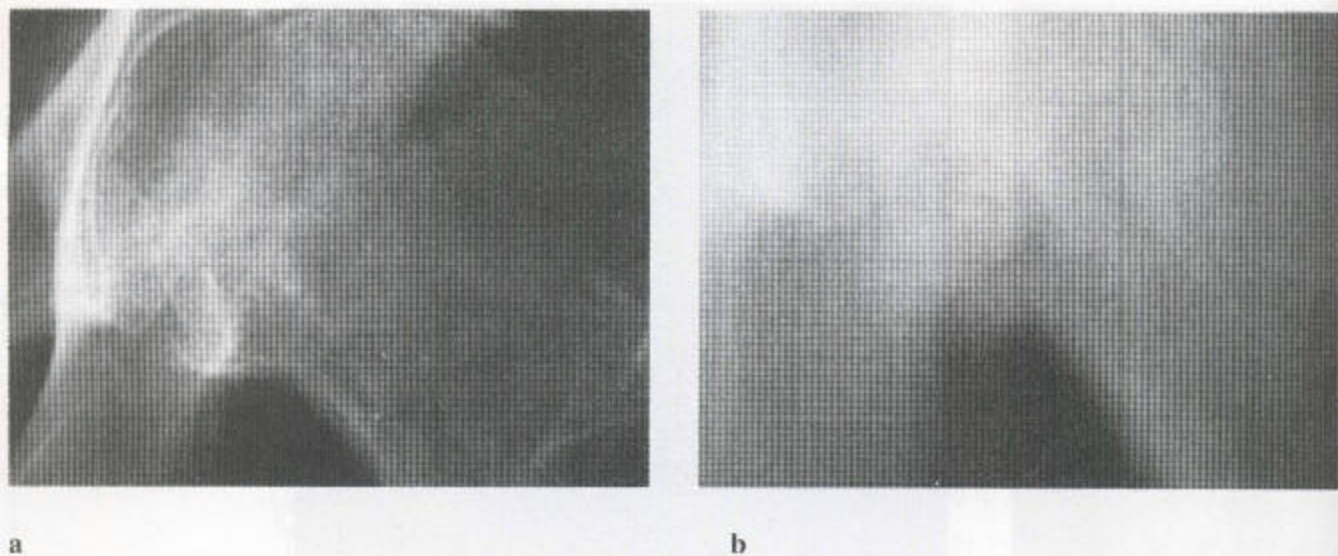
骨样骨瘤 (a) X线片显示骨质疏松, 但股骨头内面有一片状硬化, 伴扶壁柱样股骨距骨膜炎。(b) 断层片清楚发现此透光性骨样骨瘤, 中央密度高。局部缺少骨膜时, 骨样骨瘤几乎刺激不起反应性硬化。
